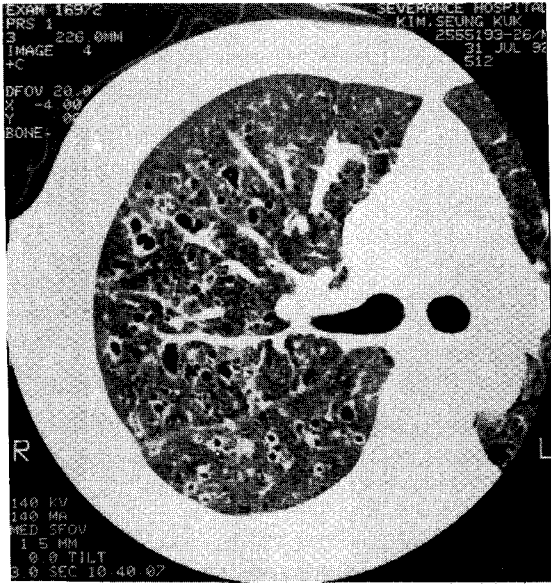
High resolution CT scan shows cysts of various sizes with distinct thin walls which are more pronounced in the both upper lung field.
